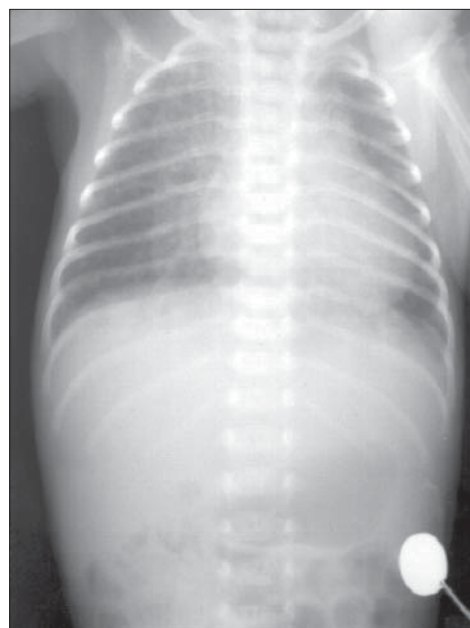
Pneumonie neonatală. Radiografie toracică AP. Opacitate cu caractere alveolare cu bronhogramă aerică în lobul superior și paracardiac în dreapta. Aspect reticulonodular al ambilor plămâni. Cord în limite normale.
